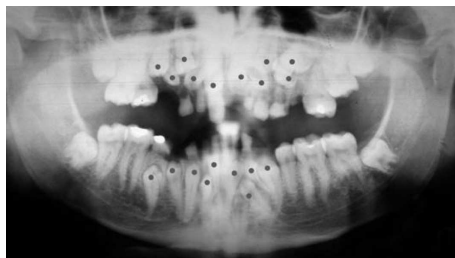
Ортопантомограмма при дисморфогенезе челюстно-лицевой области.
